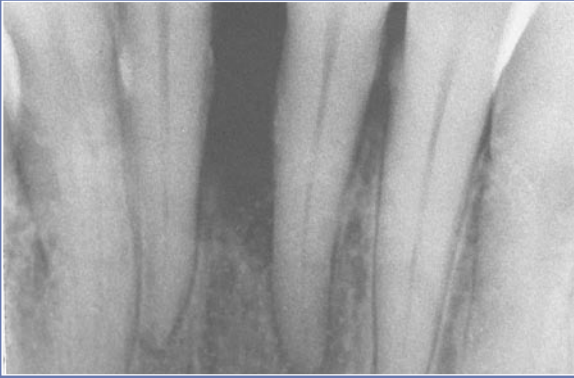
Fig 5a1. Radiografía periapical mostrando acusadas pérdidas óseas en mesial de 3.1 y 4.1 y defecto vertical de 2 mm en el 3.1.
